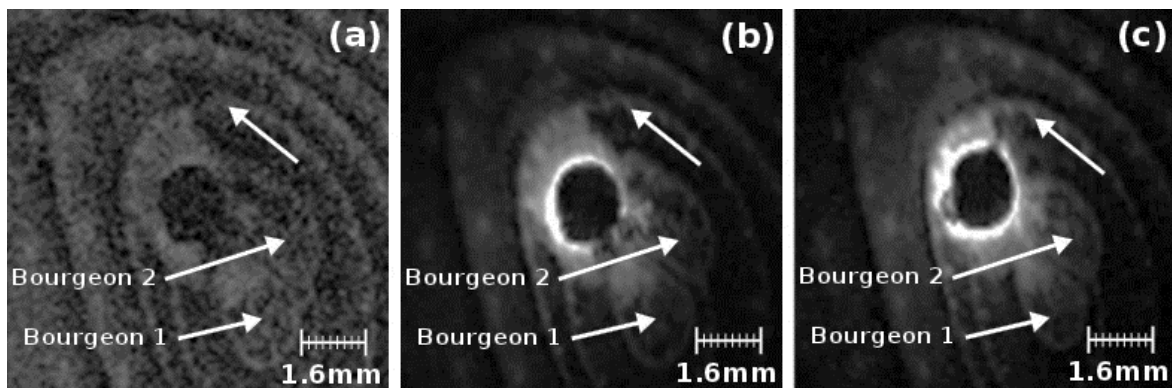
Images de RMN pondérées $T1$ obtenues avec la BVS (a), et le CER du suivi n°1 (voir annexe V.A) avec une taille de pixel de $78 \times 78 \mu\text{m}^2$ (b) et avec une taille de pixel réduite à $39 \times 39 \mu\text{m}^2$ (c). L'épaisseur du voxel reste constante entre les deux acquisitions faites avec le CER (épaisseur de $234 \mu\text{m}$).
